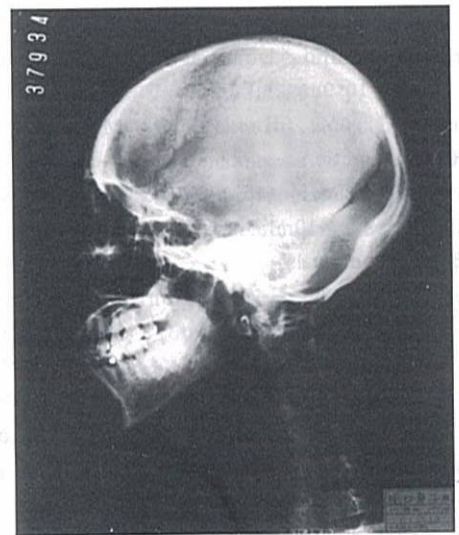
The skull radiograph shows punched-out lesions in the patient.
